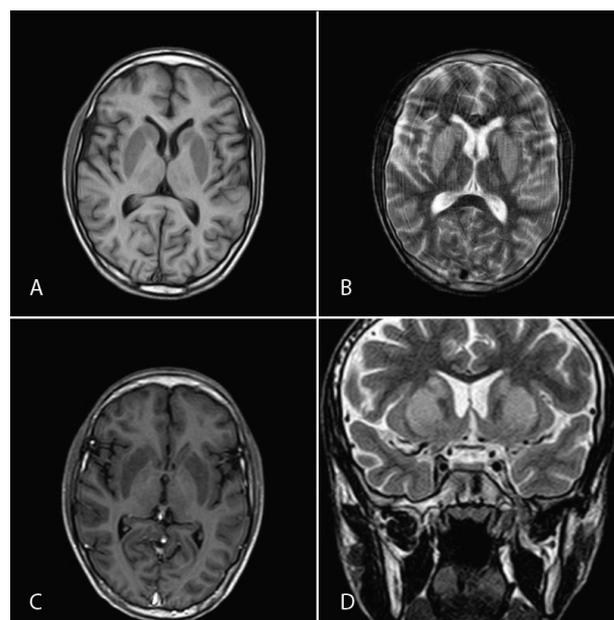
Resonancia magnética cerebral (A) Hipodensidad de ganglios en corte axial a nivel supratentorial en T1. (B) Hiperintensidad de ganglios basales en corte axial y (C) corte coronal en T2. (D) Imagen en T2 sin captación de contraste.
